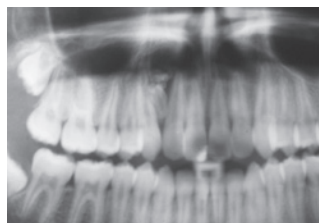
Orotopantomografía que muestra una lesión opaca.
